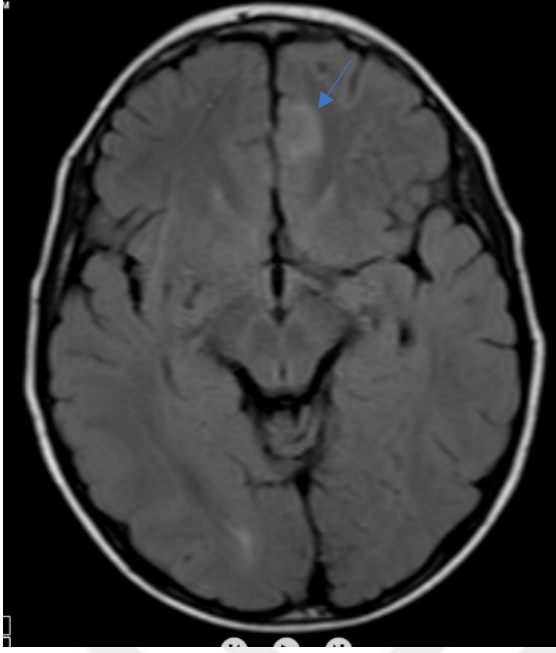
Kranyal MRG'sinde sol frontopolar sekül kistik lezyon, sol temporopolar doku kaybı ile giden kistik lezyon (No 12, 42 y, E)
